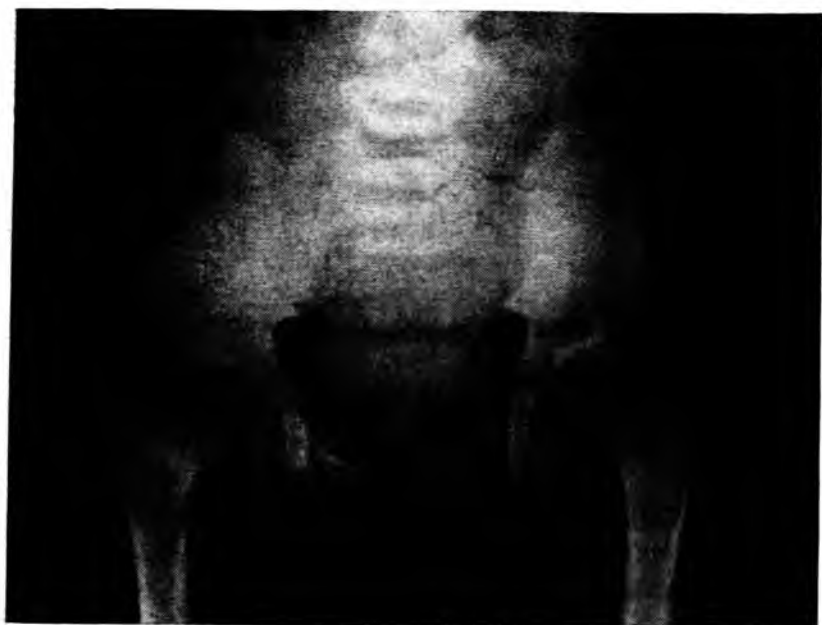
Рентгенограмма тазобедренных суставов при множественной эпифизарной дисплазии. Головки бедренных костей значительно уменьшены в размере.
